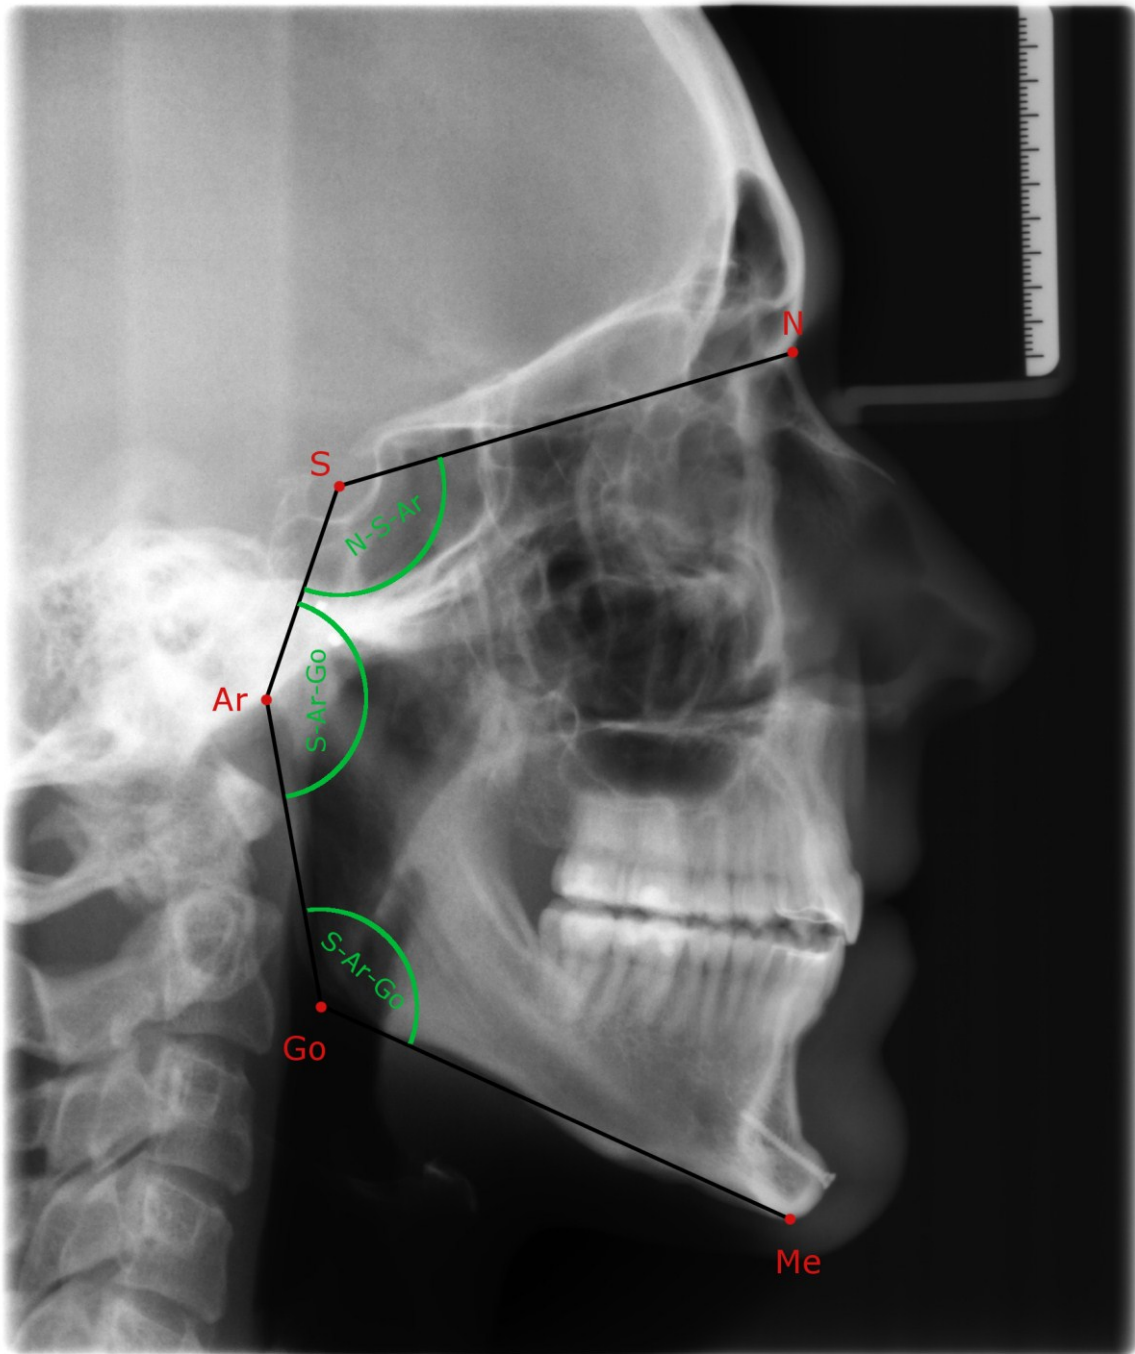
Fernröntgenpunkte: Björg'sches Polygon
